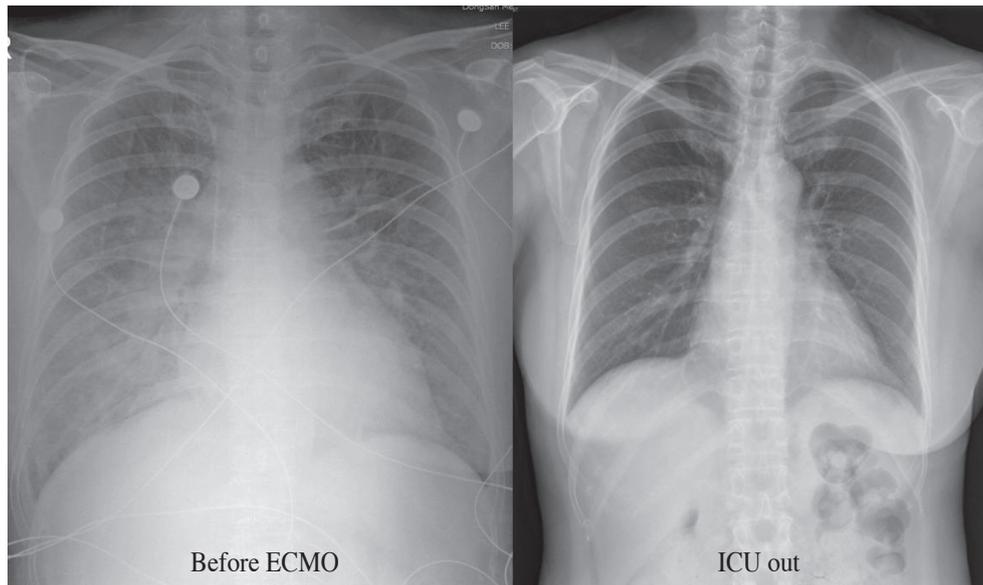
Chest X-ray (Before ECMO: ill-defined haziness at both lung field, ICU out: unremarkable chest PA).
